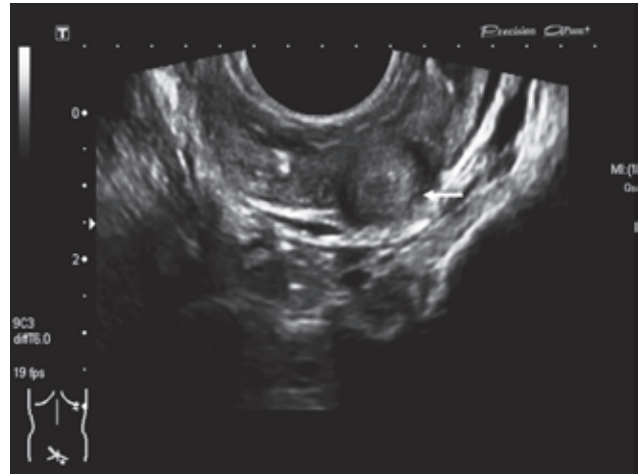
ТРУЗИ: солитарный лимфоузел в параректальной клетчатке
